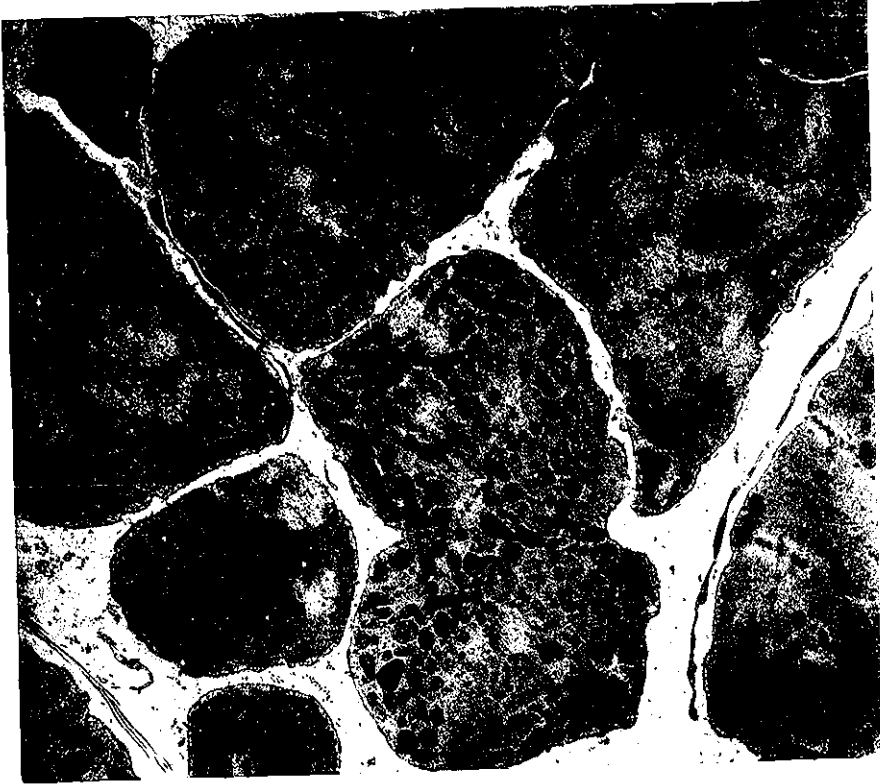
Autorradiografía de ^3H -ouabaina. Micrografía electrónica a bajo aumento donde se observan los granos de plata en el citoplasma y núcleo de las células cardíacas; algunos se ven en el espacio extracelular. La exposición de la emulsión antes de revelar fué de 45 días. 8,000X.
